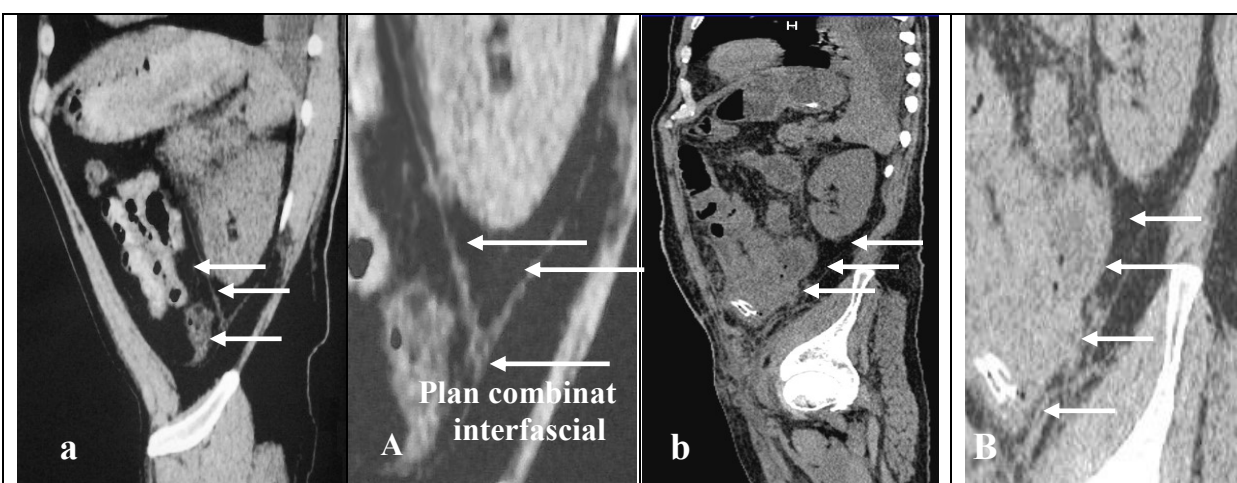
În imaginile TC (a,b) și la majorarea lor vizuală (A,B), indicate conexiunea fasciilor pararenale și ligamentului coronarian, cu formarea planului combinat interfascial.
